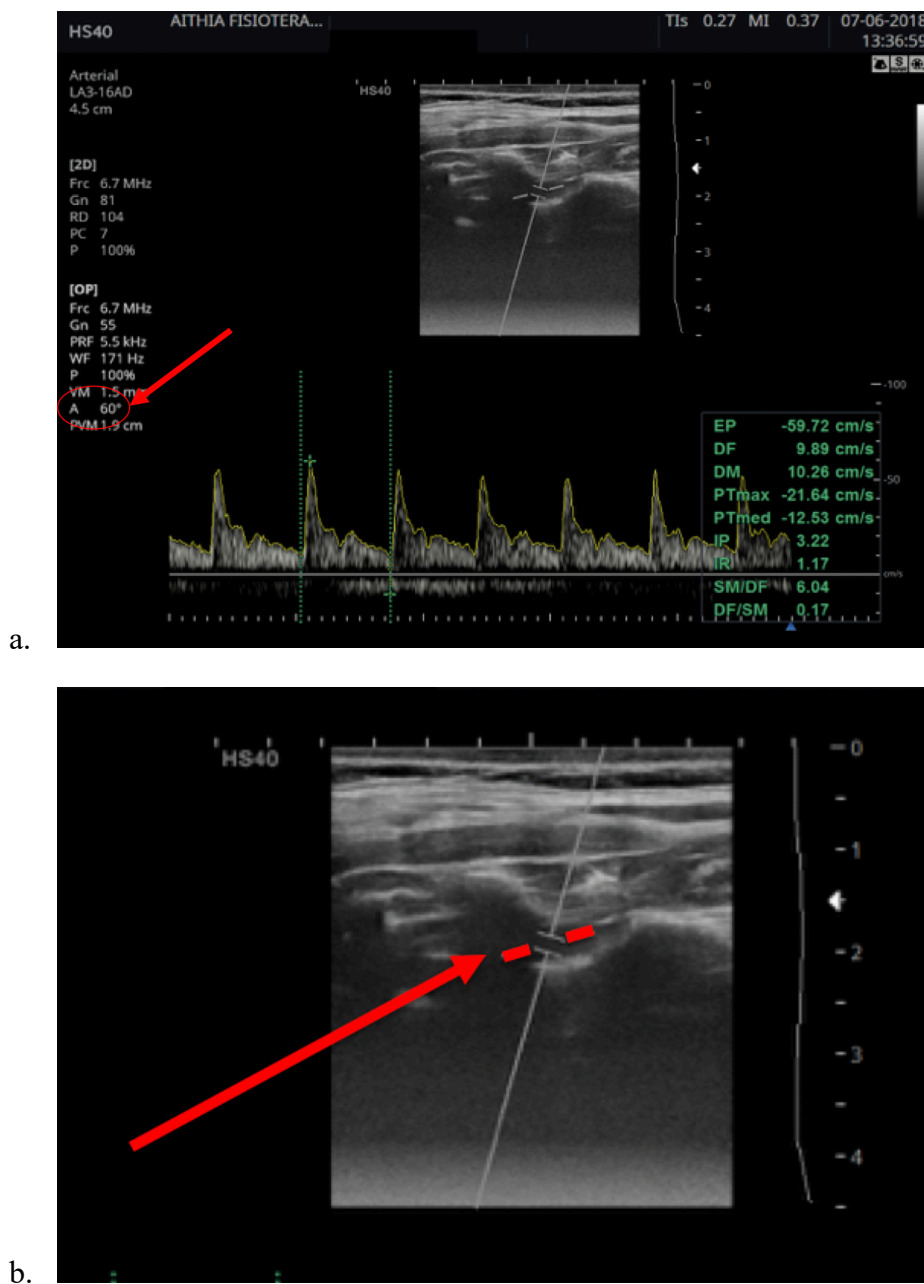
Ecografía Doppler con barra de color.
